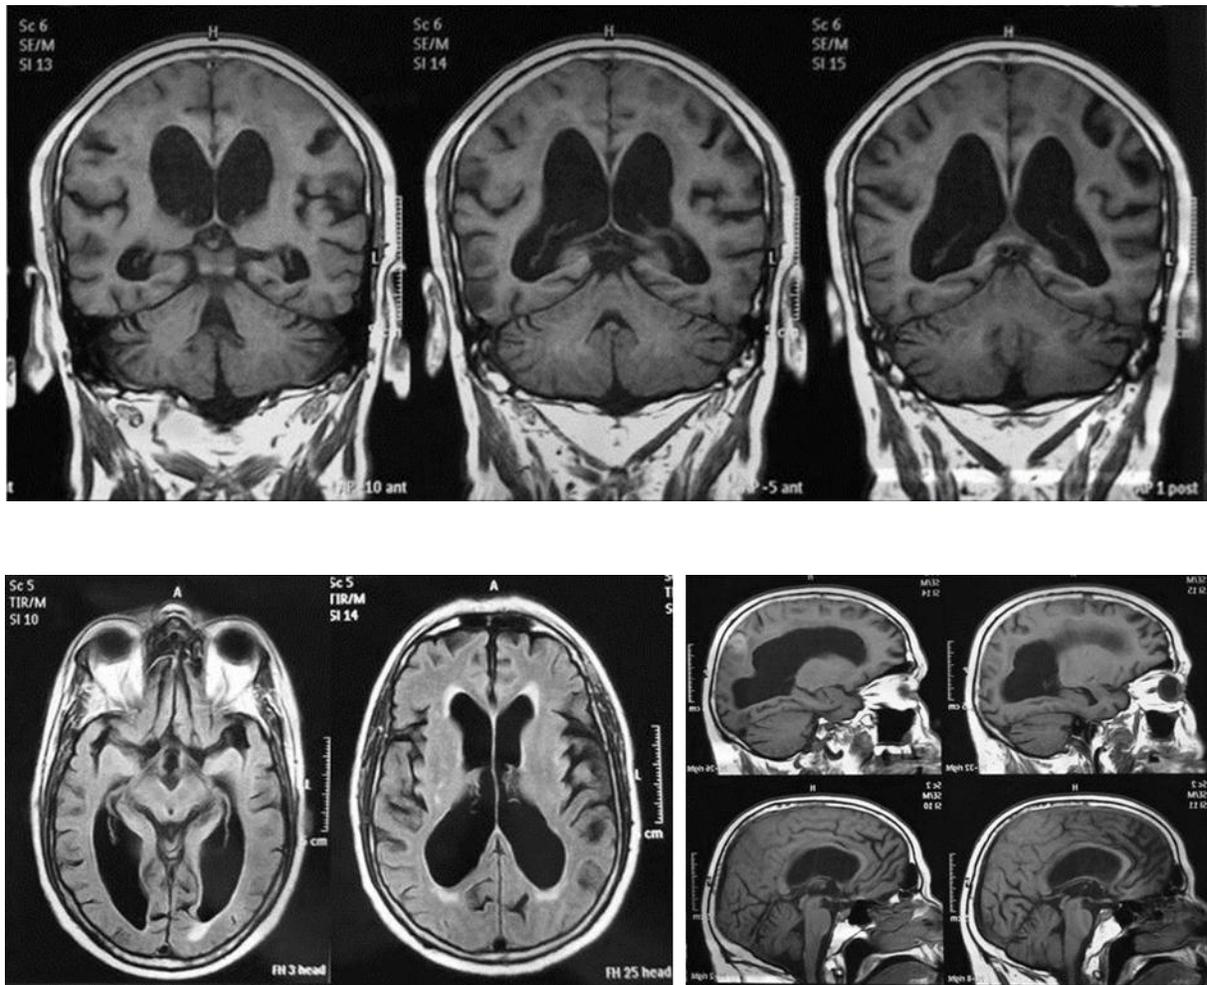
Estudio de TAC craneoencefálico
